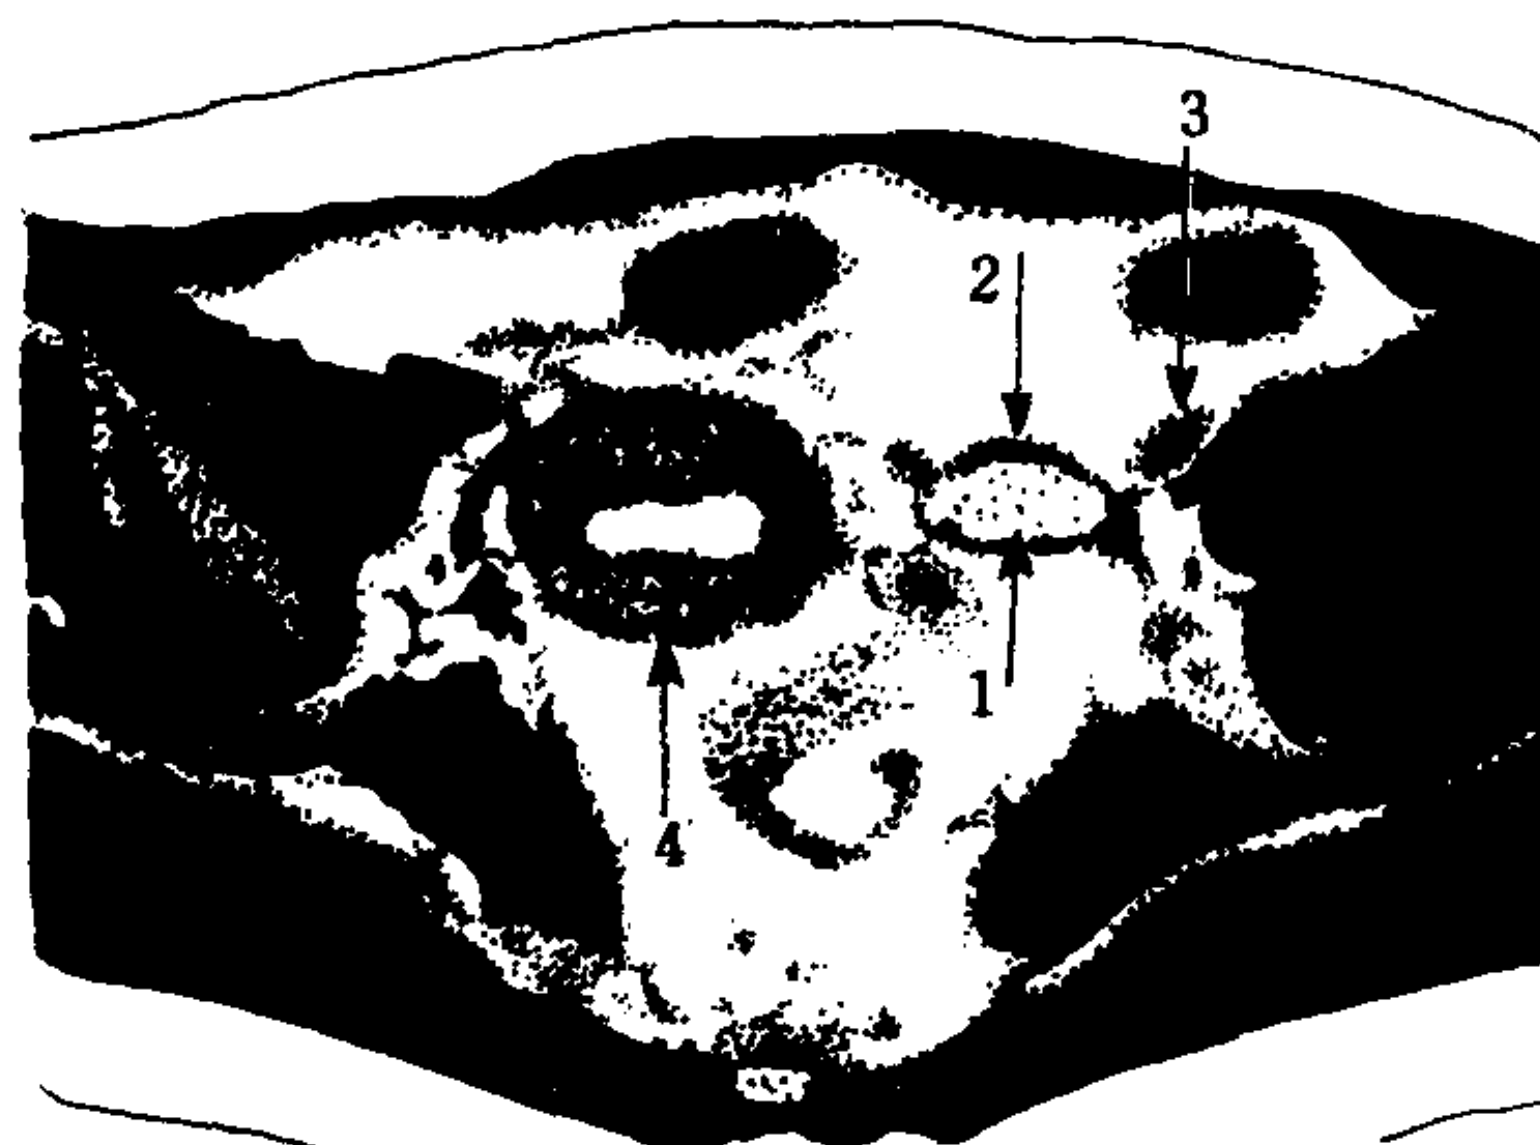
正常卵巢 MRI 横切面图像 (SE2100/70MS)
